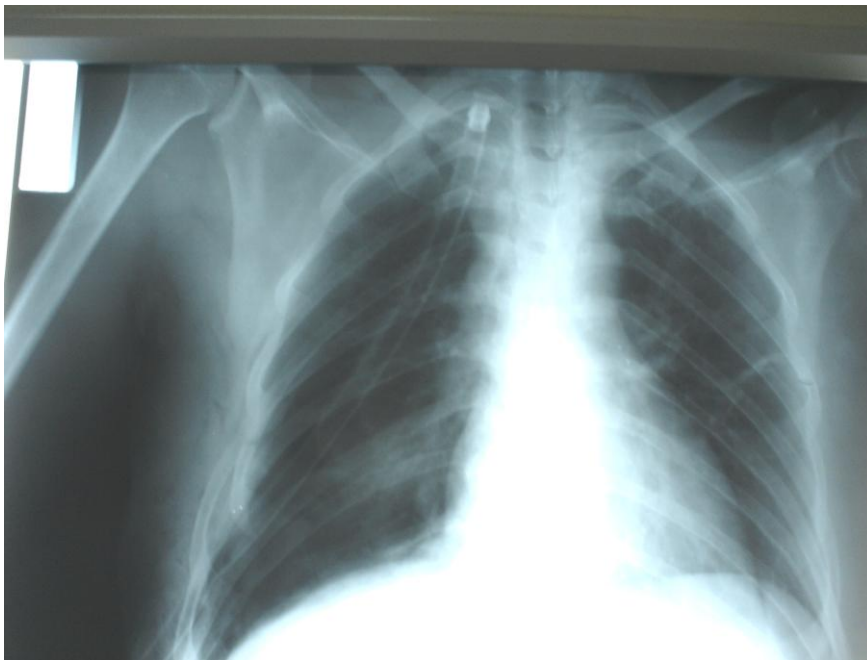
radiographie thoracique de face de contrôle post opératoire
